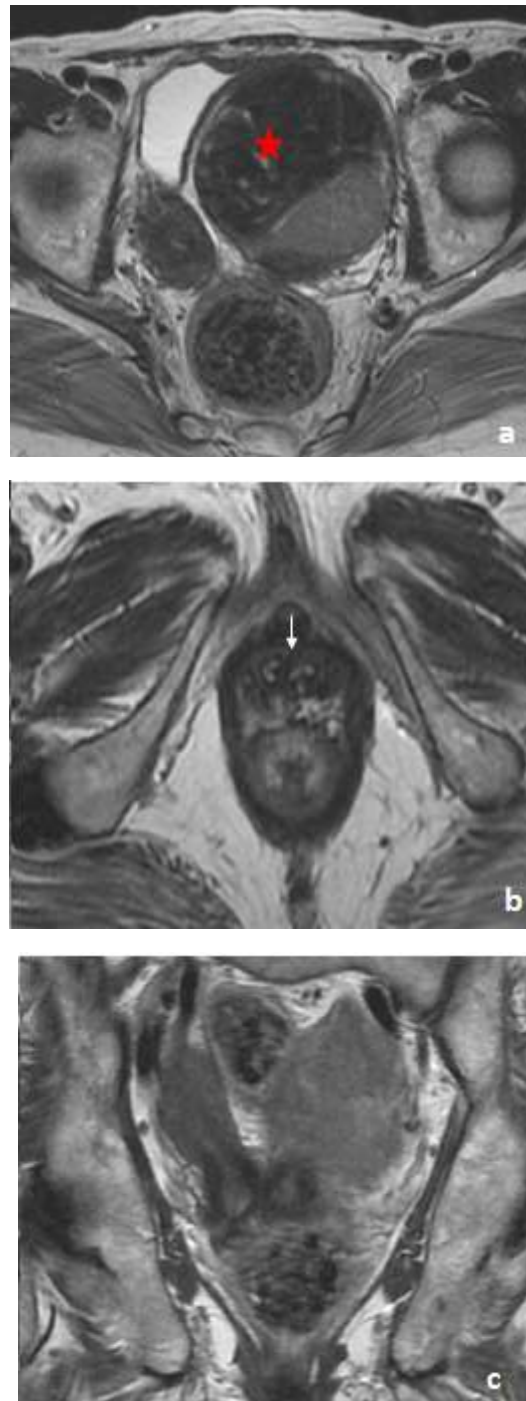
IRM pelvienne en coupes axiale (a,b) et coronale (c) T2: Utérus bicorne–bi cervical de type utérus Didelphe avec 2 vagins qui se réunissent au 1/3 inferieur (flèche blanche) et individuation d’une volumineuse masse au dépend de l’hémi corne gauche en rapport avec un myome type FIGO 7 (étoile rouge).
